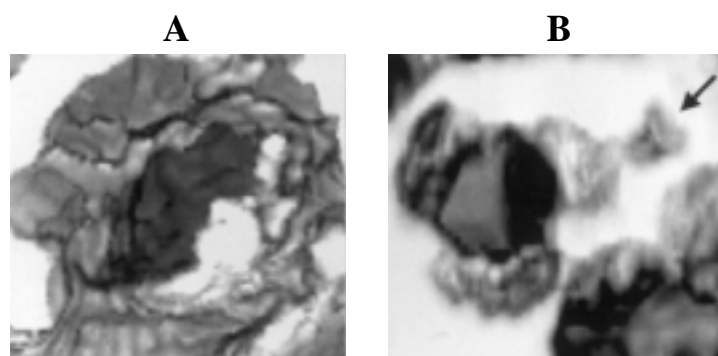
Estudio con ecocardiografía tridimensional de dos válvulas normales. A. Válvula mitral en diástole como se vería desde la cavidad ventricular izquierda. B. Válvula aórtica trivalva en sístole vista desde su faceta vascular. La flecha negra señala el tronco y bifurcación de la arteria coronaria izquierda.
